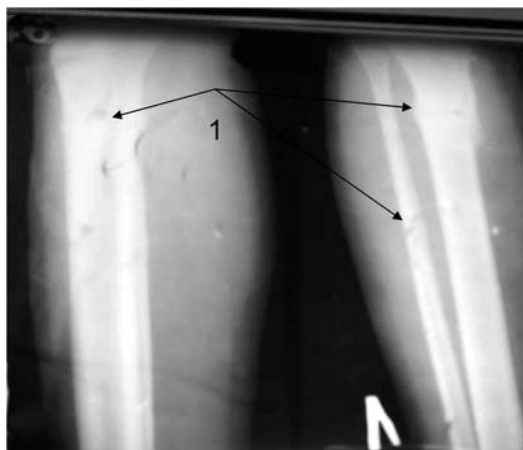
Рентгенограмма обеих голеней после лечения (зоны костных регенератов)
